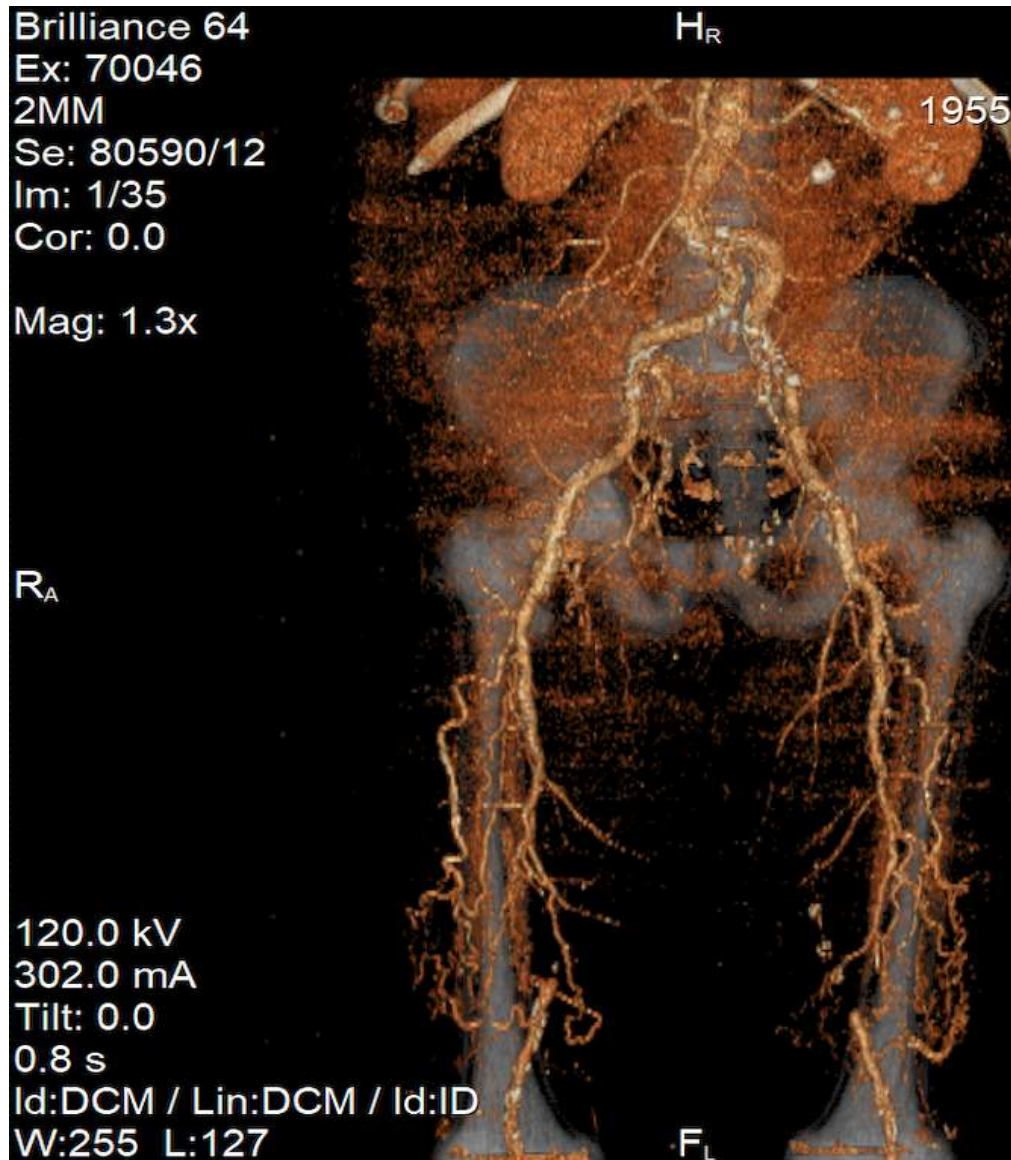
Трьохвимірна реконструкція зображення емісійного комп'ютерного томографа. (Хворий Я., історія хвороби № 04761, оклюзія поверхневої стегнової артерії обох нижніх кінцівок)
